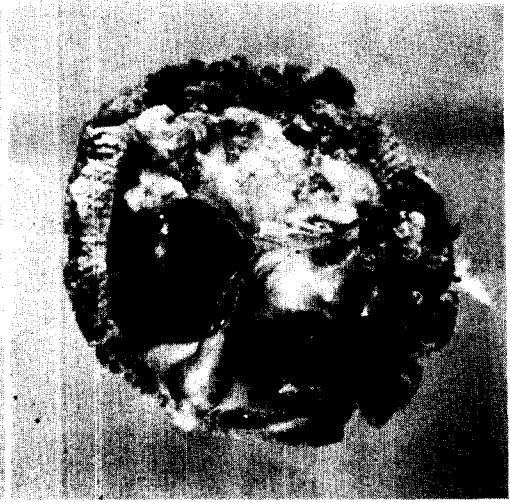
Calcific stenosed I-S valve & its X-ray film showing calcification esp. along commissure
